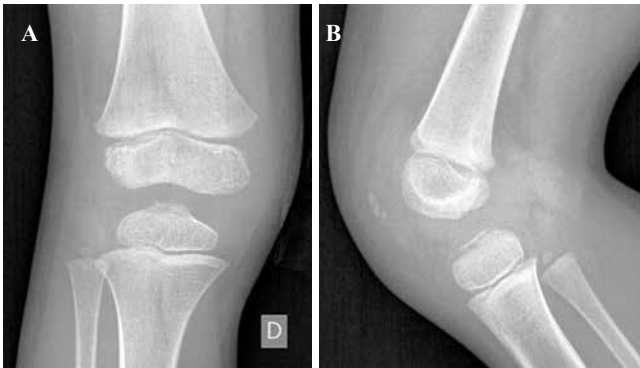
Radiografías iniciales a los cuatro años.
